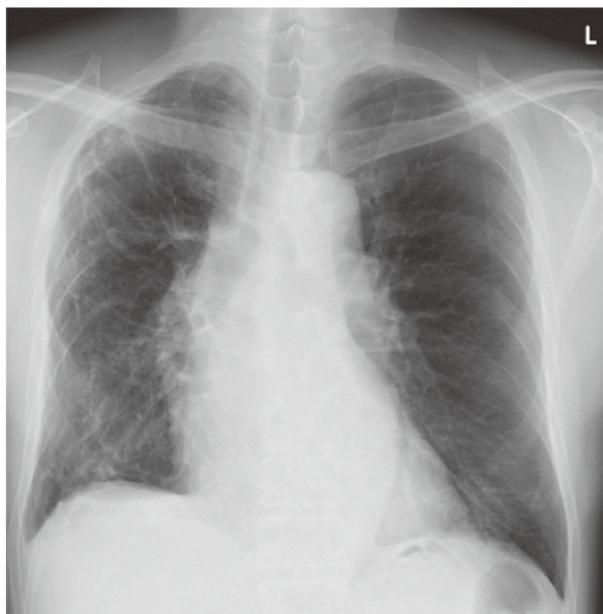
Chest X-ray of a patient from a recent outpatient visit.
